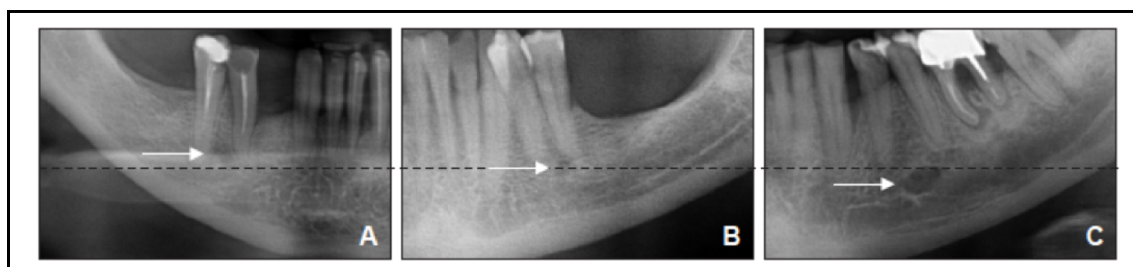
Radiografias panorâmicas mostrando variações da posição do FM no plano vertical em relação ao ápice do pré-molar. Classificação de FISHEL et al, (1976)
